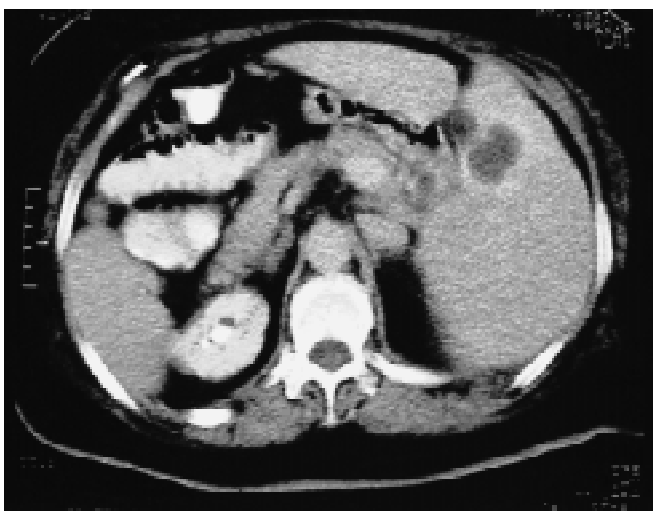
Tomografía computada que demuestra tumoración del ángulo hepático del colon en contigüidad con la vesícula biliar.
